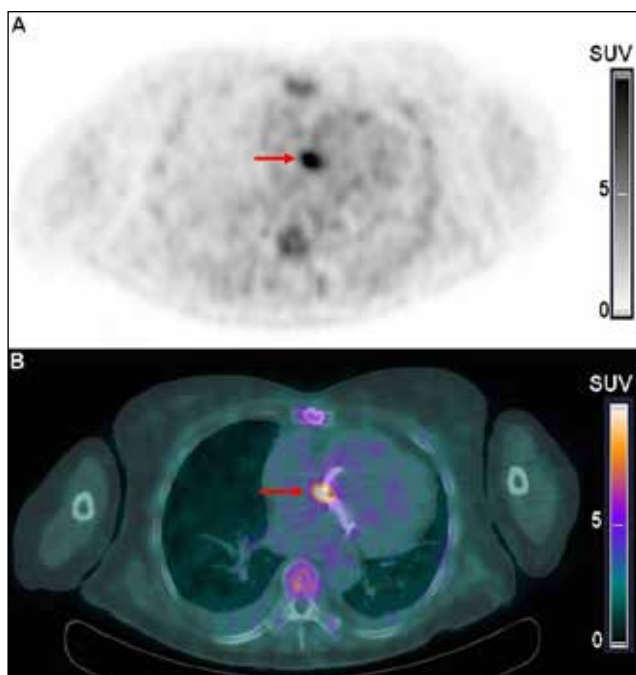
PET/CT au FDG révélant un foyer intensément hypermétabolique (pointé par la flèche rouge) intéressant le versant mitral de la valve aortique et le versant aortique de la valve mitrale ainsi que la continuité mitro-aortique. (A : PET; B : PET/CT).
